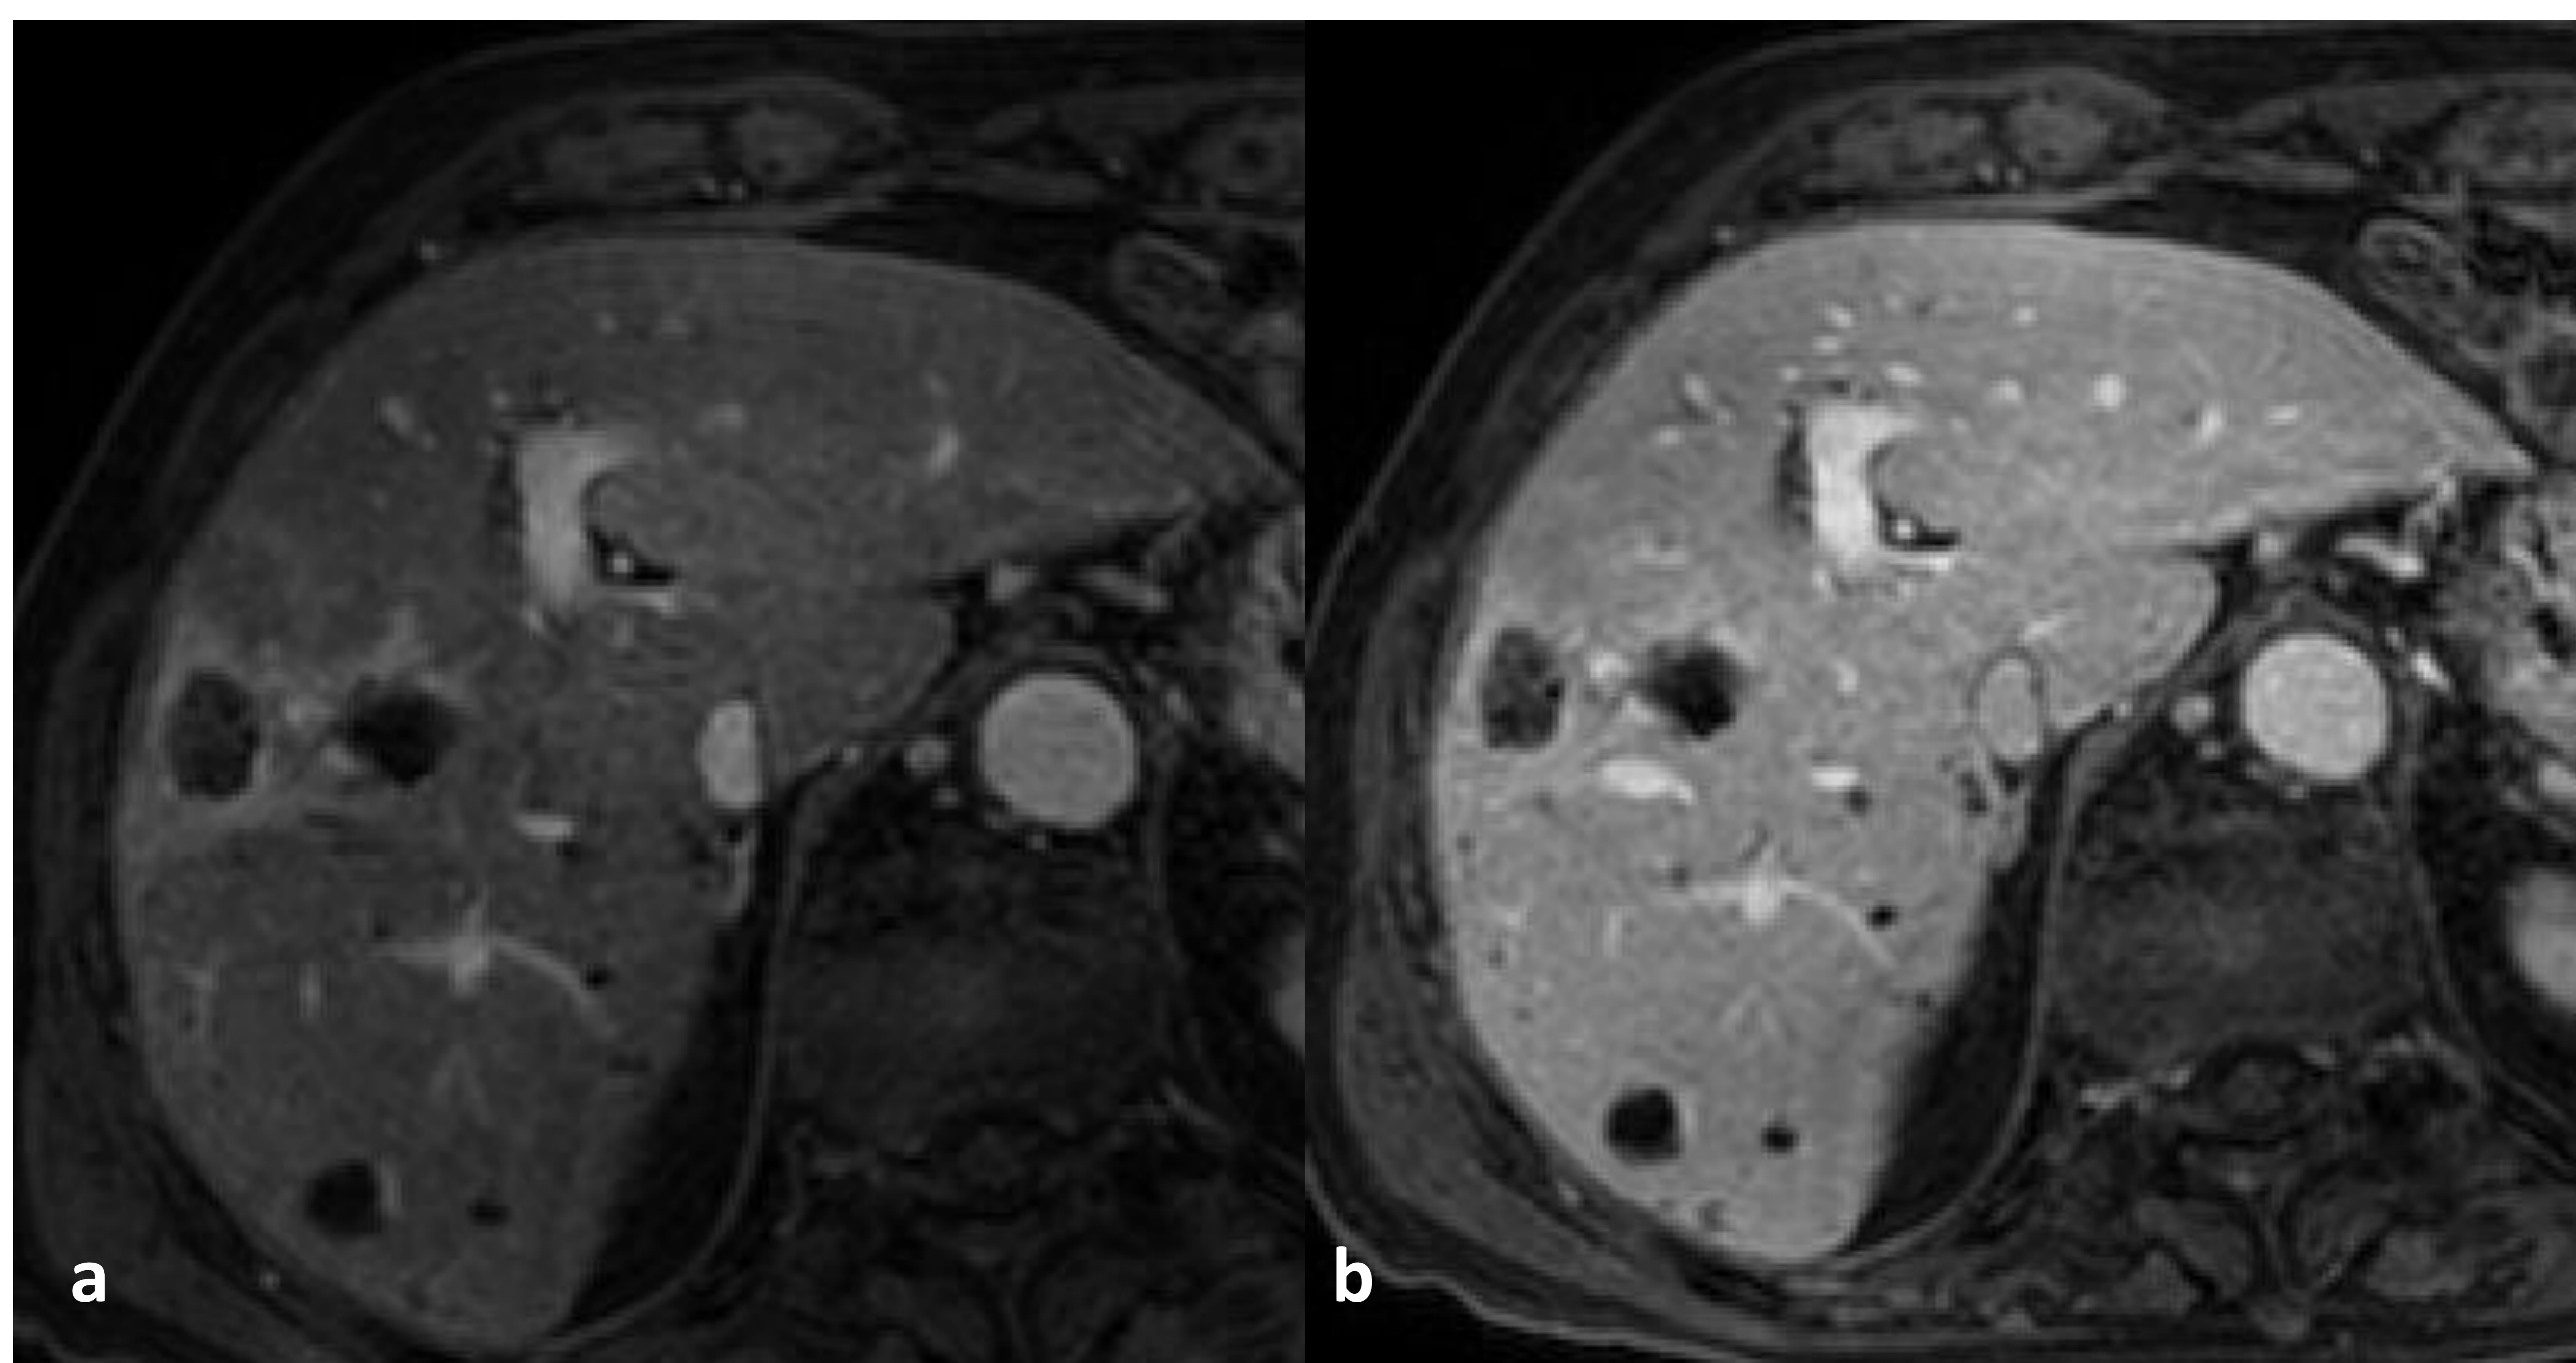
Control tras TARE a los 6. RM de hígado con contraste donde se aprecia lesión de centro necrótico con realce periférico en anillo uniforme en las secuencias postcontraste, que se acompaña de una zona de hiperémica en el tejido adyacente. Los hallazgos eran compatibles con LR-TR no viable.
